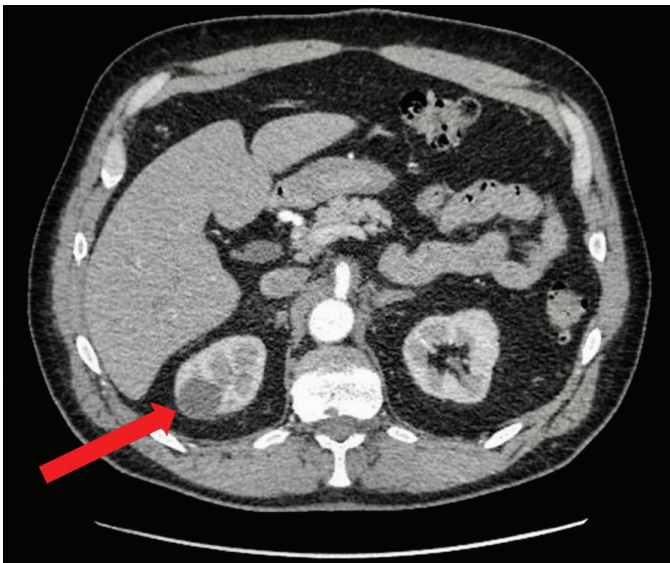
КТ надпочечников: аденома правого надпочечника размером 18.8×15.7×22.1 мм (обозначена красной стрелкой)
